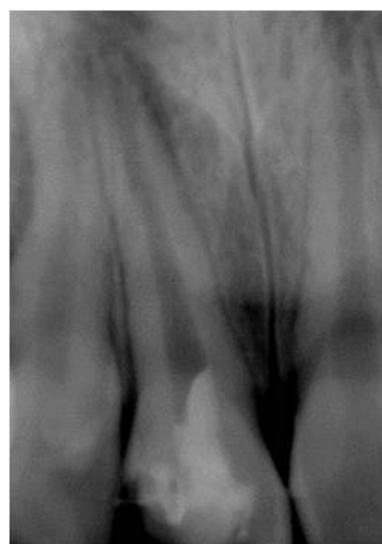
Radiographie postopératoire immédiat
